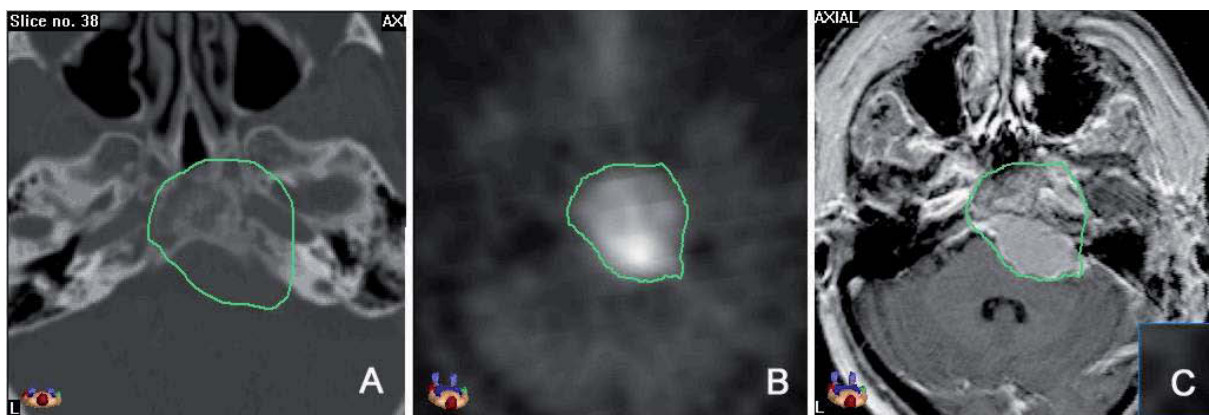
Schädelbasismeningeom in CT (A), PET (B) und MRT (C)
